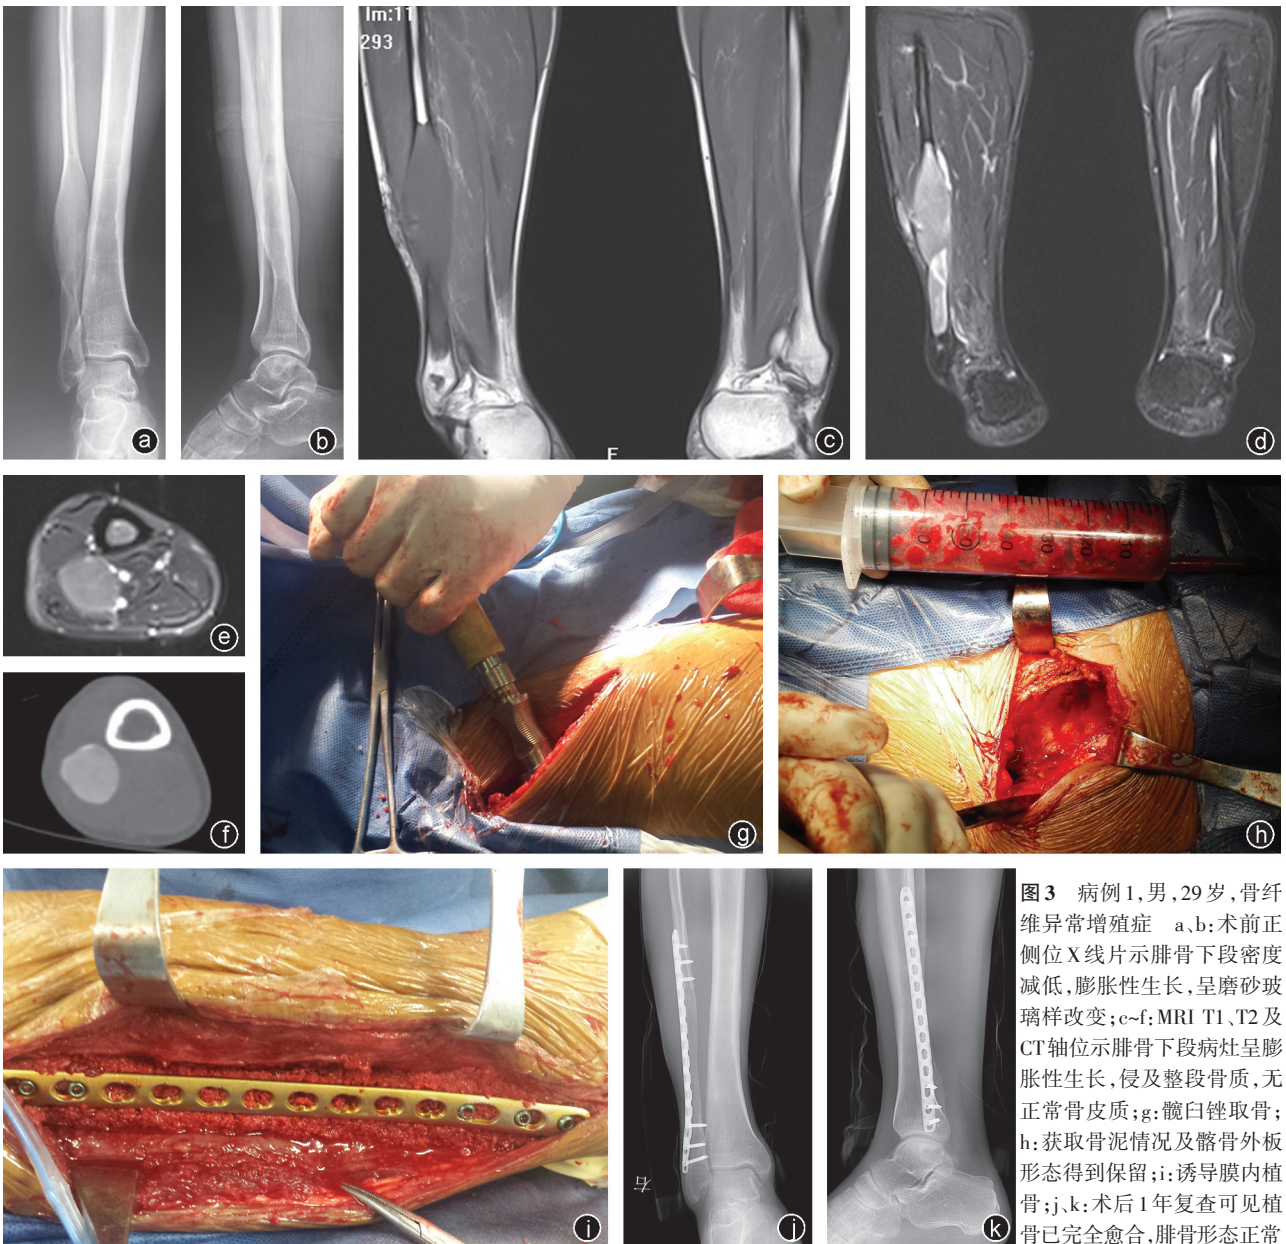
病例1,男,29岁,骨纤维异常增殖症 a,b:术前正侧位X线片示腓骨下段密度减低,膨胀性生长,呈磨砂玻璃样改变;c~f: MRI T1、T2及CT轴位示腓骨下段病灶呈膨胀性生长,侵及整段骨质,无正常骨皮质;g:髋臼锉取骨;h:获取骨泥情况及髌骨外板形态得到保留;i:诱导膜内植骨;j,k:术后1年复查可见植骨已完全愈合,腓骨形态正常
